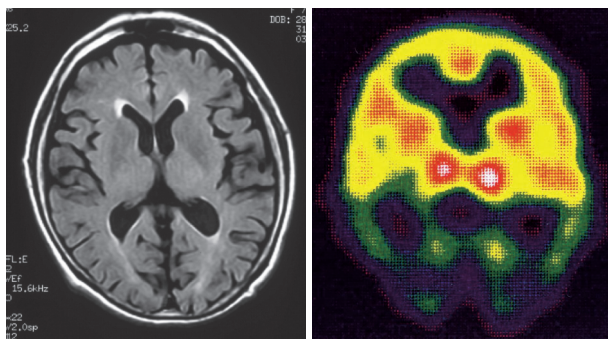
Lewy 小体型認知症の MRI と SPECT 画像
